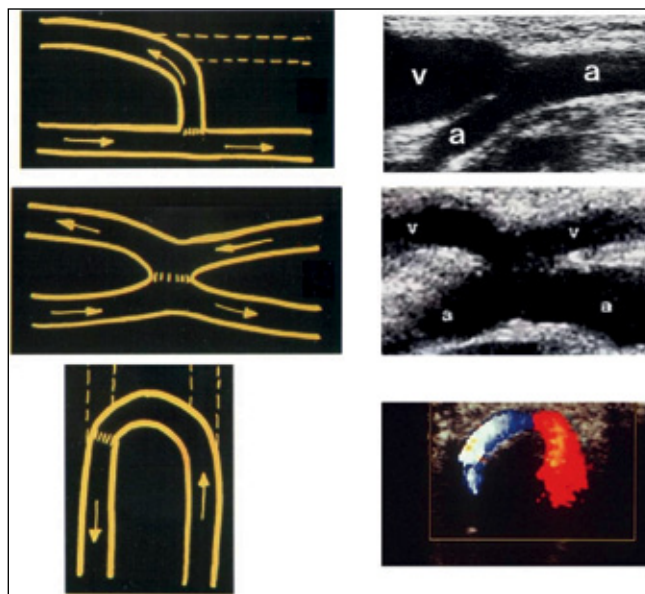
Tipologie di FAV e relative scansioni ecografiche longitudinali ottenute sulla regione anastomotica. In alto, FAV in L-T; al centro, FAV in L-L; in basso, FAV T-T.
